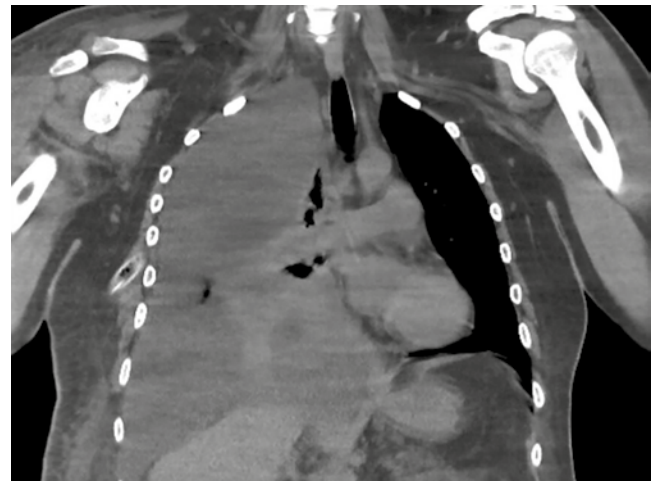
Tomografía computada simple de tórax. Se observa colapso pulmonar, derrame pericárdico leve, así como ganglios reactivos mediastinales, derrame pleural masivo derecho con heterogéneo.
